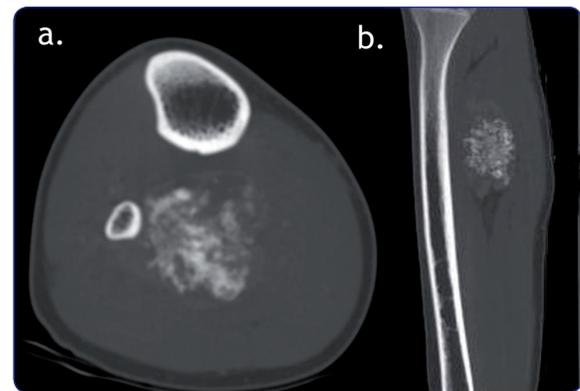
a, b. Tomografía axial computarizada, ventana ósea. Se observa una masa de tejidos blandos, calcificada, con aspecto de matriz condroide, de patrón heterogéneo, con contornos mal definidos, adyacente al tercio proximal de la cara posterior del peroné sin comprometerlo. Se evidencia desplazamiento del paquete tibial posterior sin infiltrarlo.
